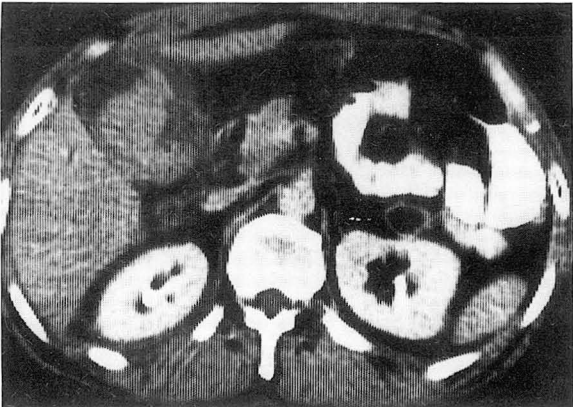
CT scan demonstrates high attenuation clot in the gallbladder.
